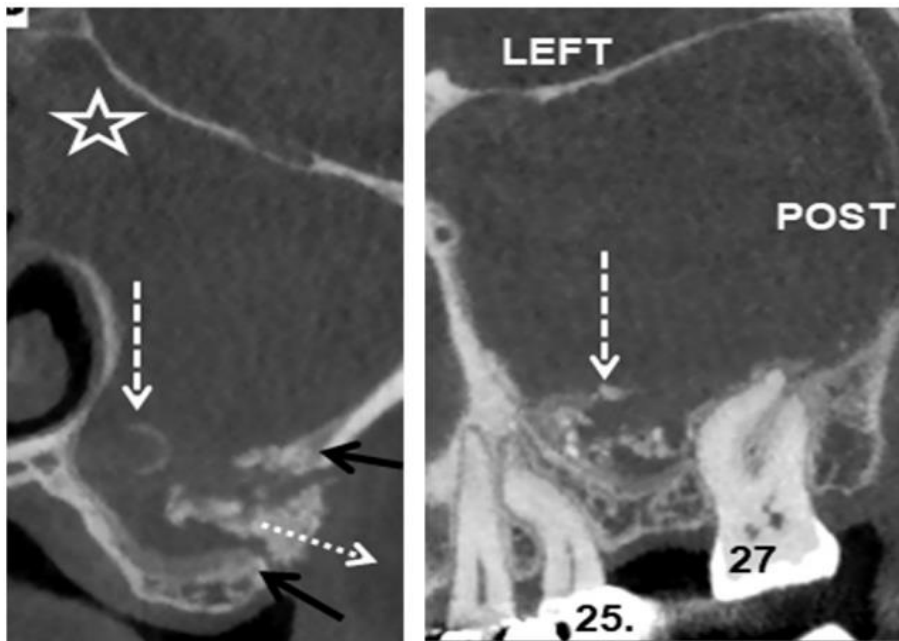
TDM réalisée plusieurs semaines après sinus lift gauche pour élever la région 26. Le sinus maxillaire gauche est totalement comblé et le complexe ostio-métatal est occlus (étoile blanche) avec atteinte des cellules ethmoïdales antérieures. La majorité du greffon (flèches blanches en tirets) n'est pas consolidée au plancher du sinus ou à ses parois avec expulsion d'une partie par voie buccale (flèche blanche en pointillés) à travers la fenêtre osseuse (flèches noires courtes). [61]
